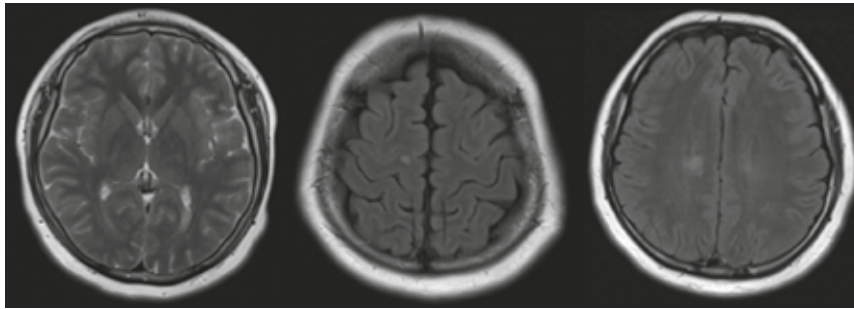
resonancia magnética cerebral de control del paciente anterior, 6 meses después del primer evento desmielinizante, en secuencia T2 (primera imagen) y FLAIR (segunda y tercera imagen), encontrándose clínicamente asintomático.
